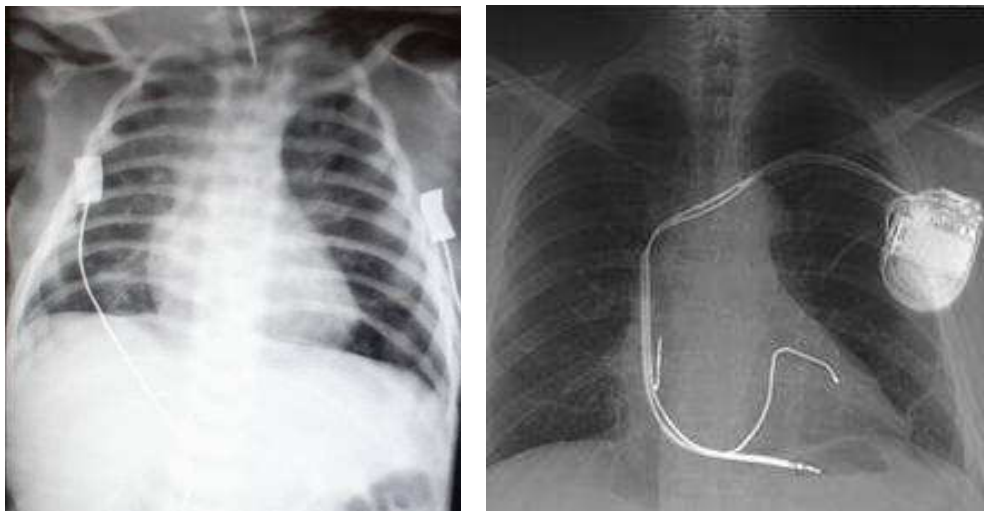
Radiografies d'un marcapassos intern
